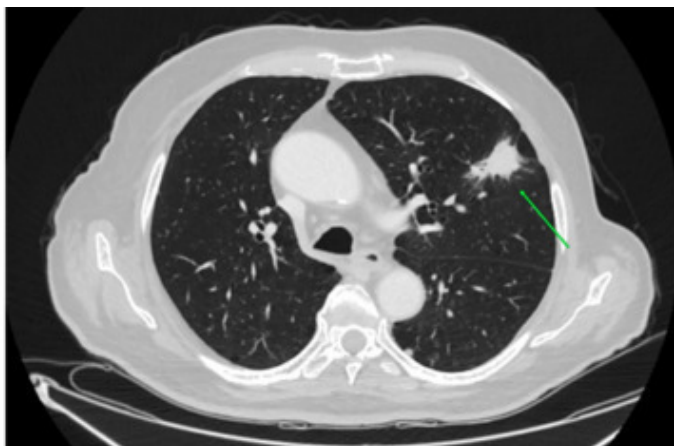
Узловая форма периферического рака легкого на аксиальном срезе КТ (указан стрелкой)
